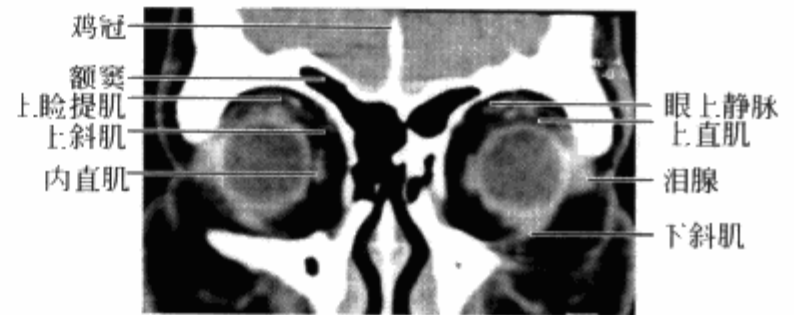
正常眼眶冠状位 CT 扫描眼球赤道层面
